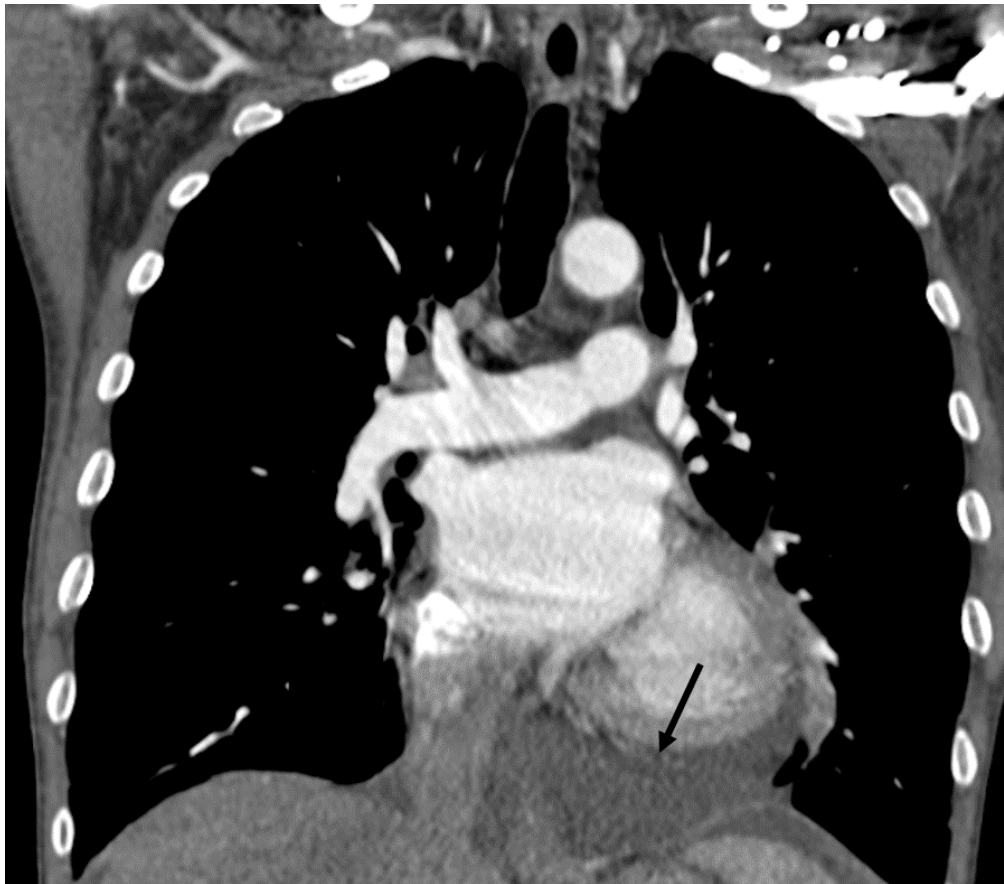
КТ груди, фронтальная реформация. Больной с вирусной пневмонией. Скопление жидкости в полости перикарда (стрелка)
